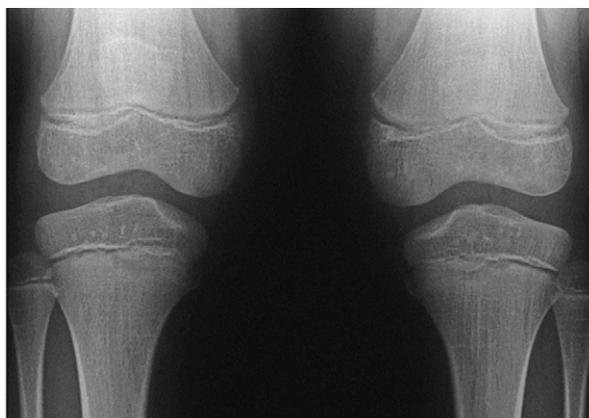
Radiografía anteroposterior de rodillas.
